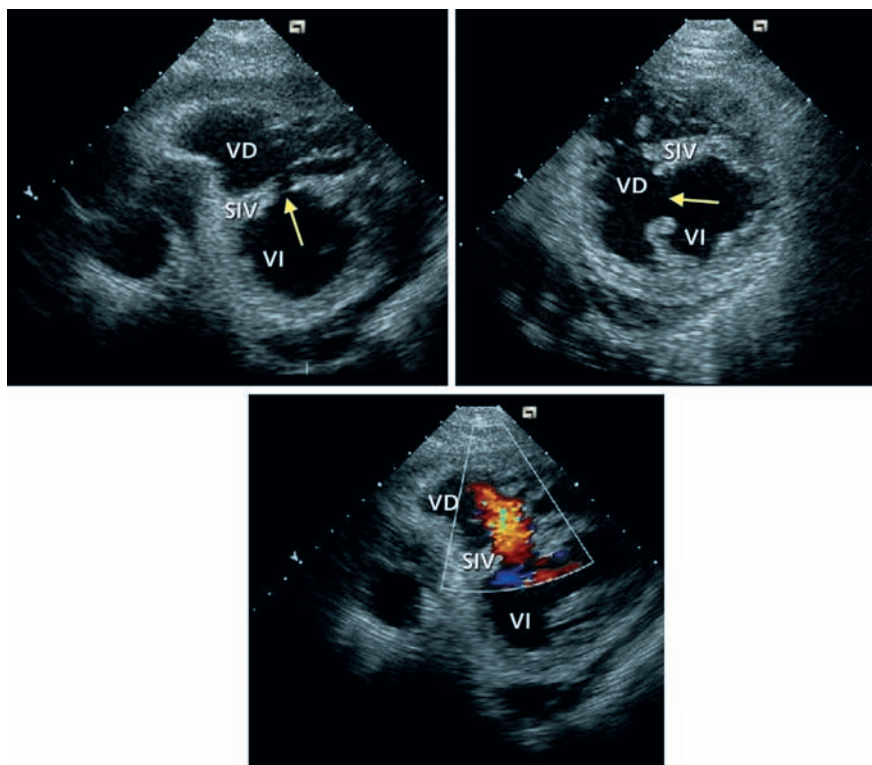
Comunicación interventricular postinfarto. Obsérvese la zona de rotura en el septo (flechas). La imagen inferior con Doppler color permite observar el flujo izquierda derecha. VI: ventrículo izquierdo; VD: ventrículo derecho; SIV: septo interventricular.
